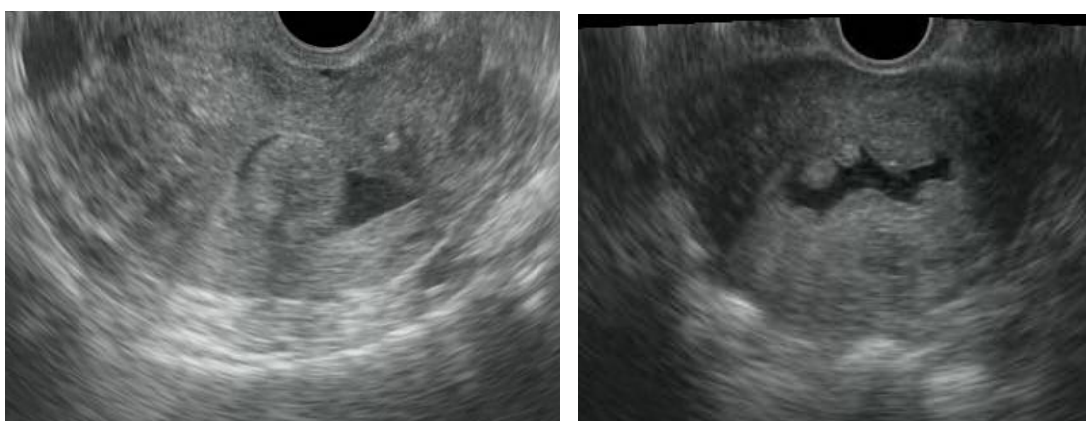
pólipos endometriales por histerosonografía observándose como imágenes ecogénicas dependientes del endometrio, que protruyen hacia la cavidad.
